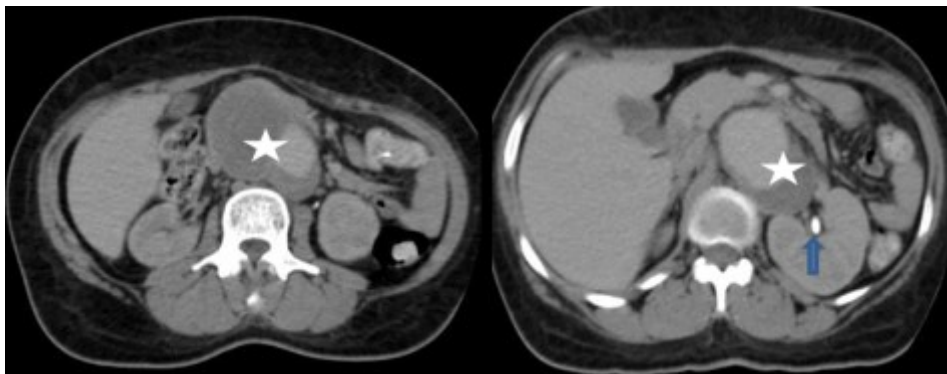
TDM coupe axiale, anévrisme thrombosé de l'aorte abdominale (étoiles) avec lithiase rénale gauche (flèche).
